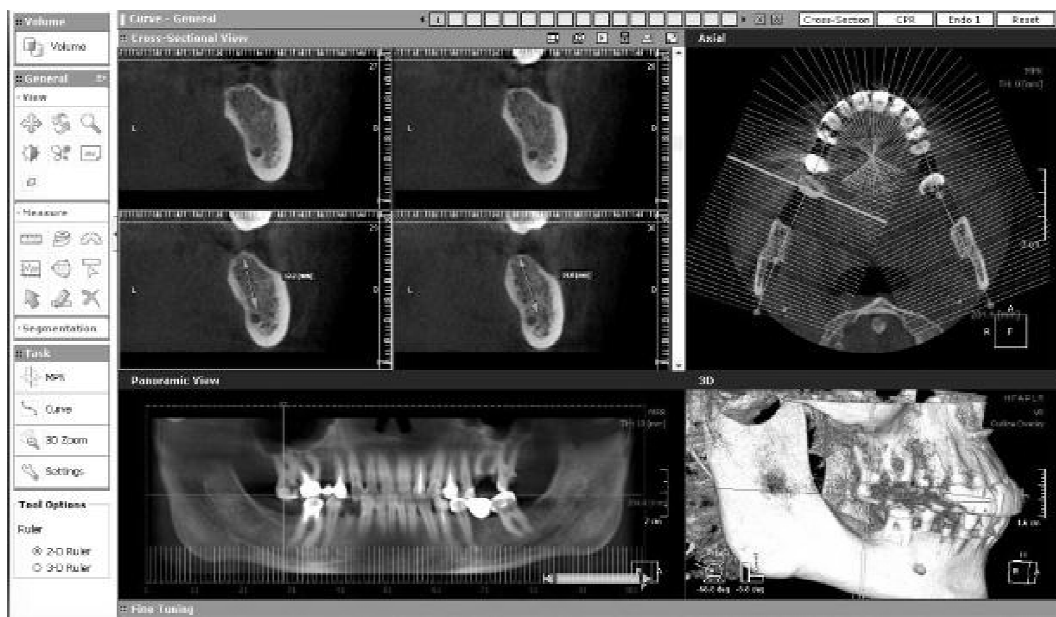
Планування оперативного втручання по даним конусно-променевої комп'ютерної томографії.
